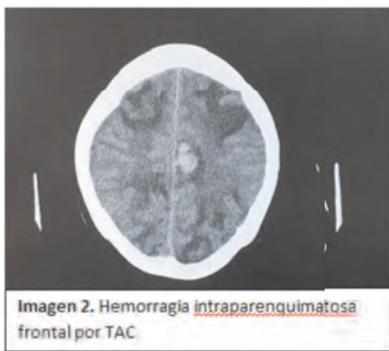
Hemorragia intraparenquimatosa frontal por TAC.
